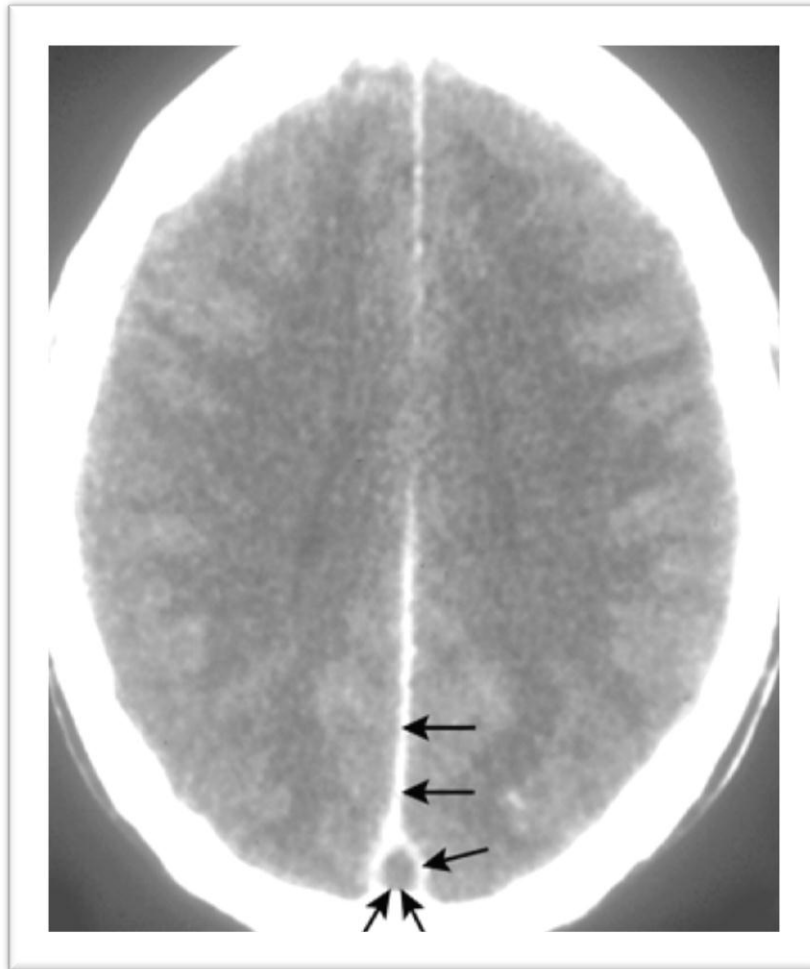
Signes directs de TVC. TDM cérébrale avec injection de produit de contraste iodé. Rehaussement de la dure-mère de la faux du cerveau et des parois richement vascularisées du sinus sagittal supérieur (flèches simples), contrastant avec l'absence de rehaussement de la lumière thrombosée (double flèche) : signe du triangle vide.
